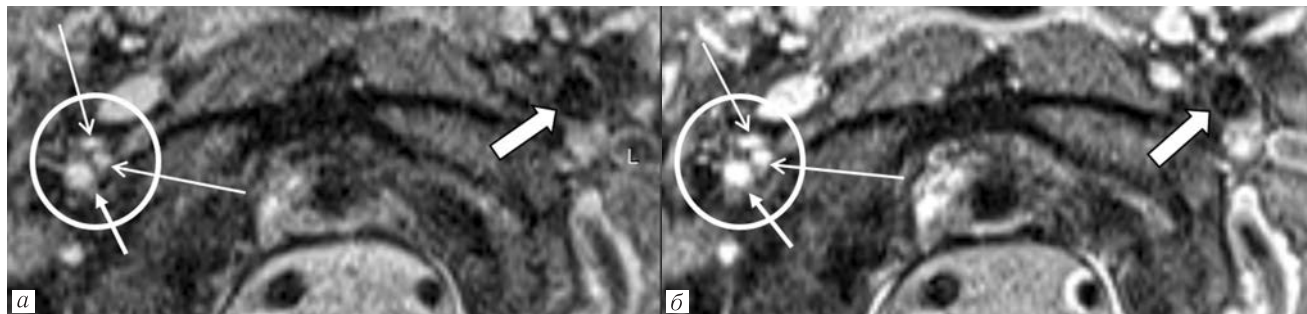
Магнитно-резонансные томограммы в режиме T1 dark blood fat-sat женщины 35 лет с нереканализованной диссекцией правой внутренней сонной артерии: *а* — нативное исследование; *б* — T1 dark blood fat-sat после введения контрастного средства; широкая стрелка — неизменная левая ВСА; короткая стрелка — уменьшенная в диаметре окклюзированная правая ВСА, заполненная тромботическими массами, накапливающими контрастное средство; длинные стрелки — вены, прилегающие к правой ВСА
